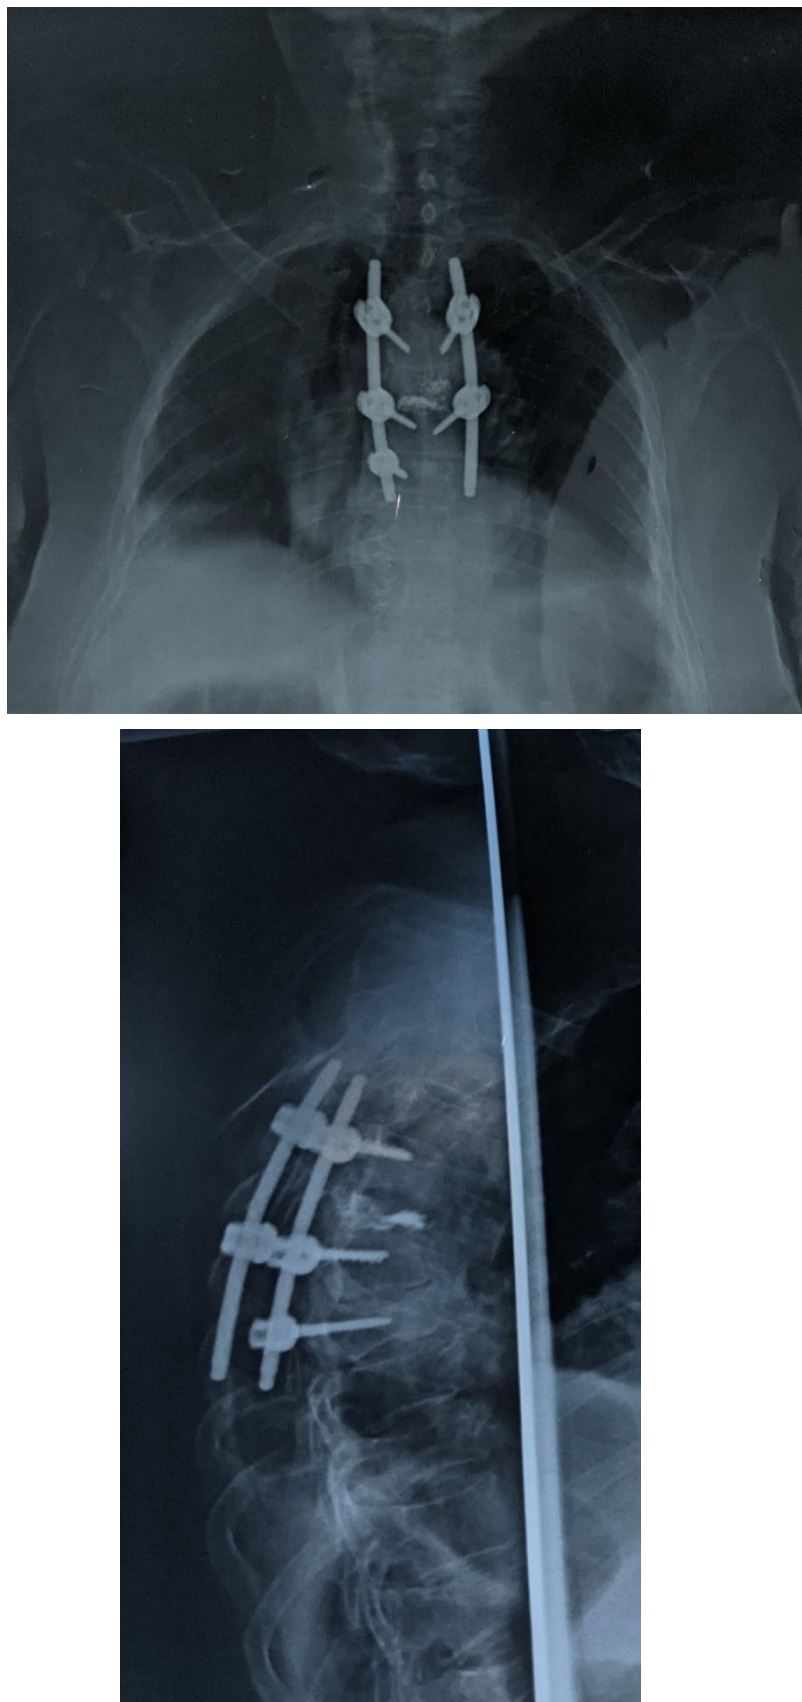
Radiographie du rachis dorsal face + profil de contrôle post vertébroplastie et ostéosynthèse
